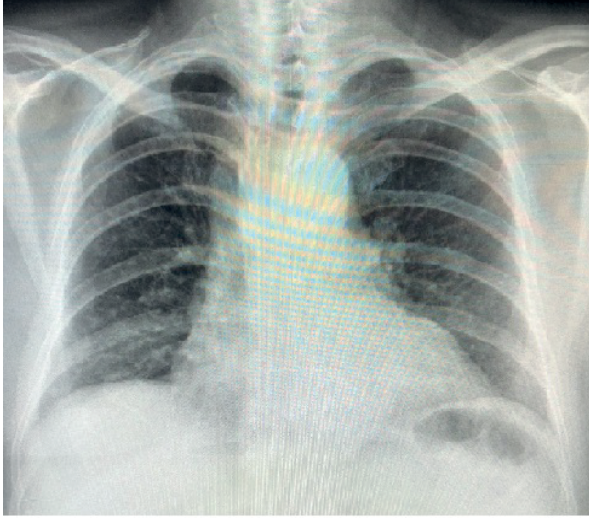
Nötropenik ateş tedavisinin dördüncü günü akciğer grafisi.
